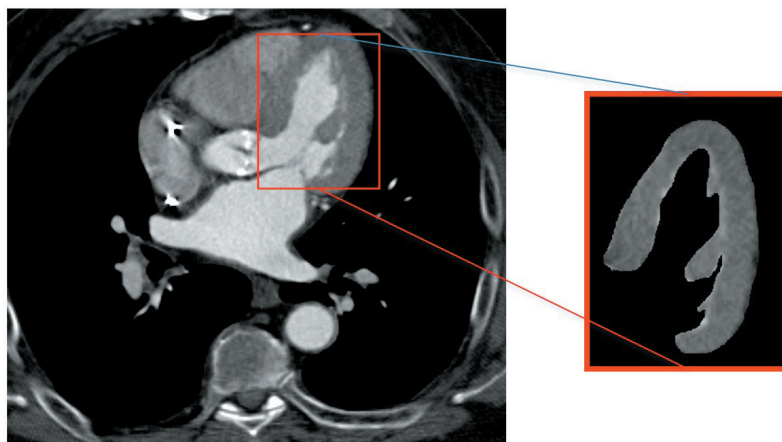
Торакальное компьютерное томографическое изображение с ангиографией и выделенный левый желудочек
